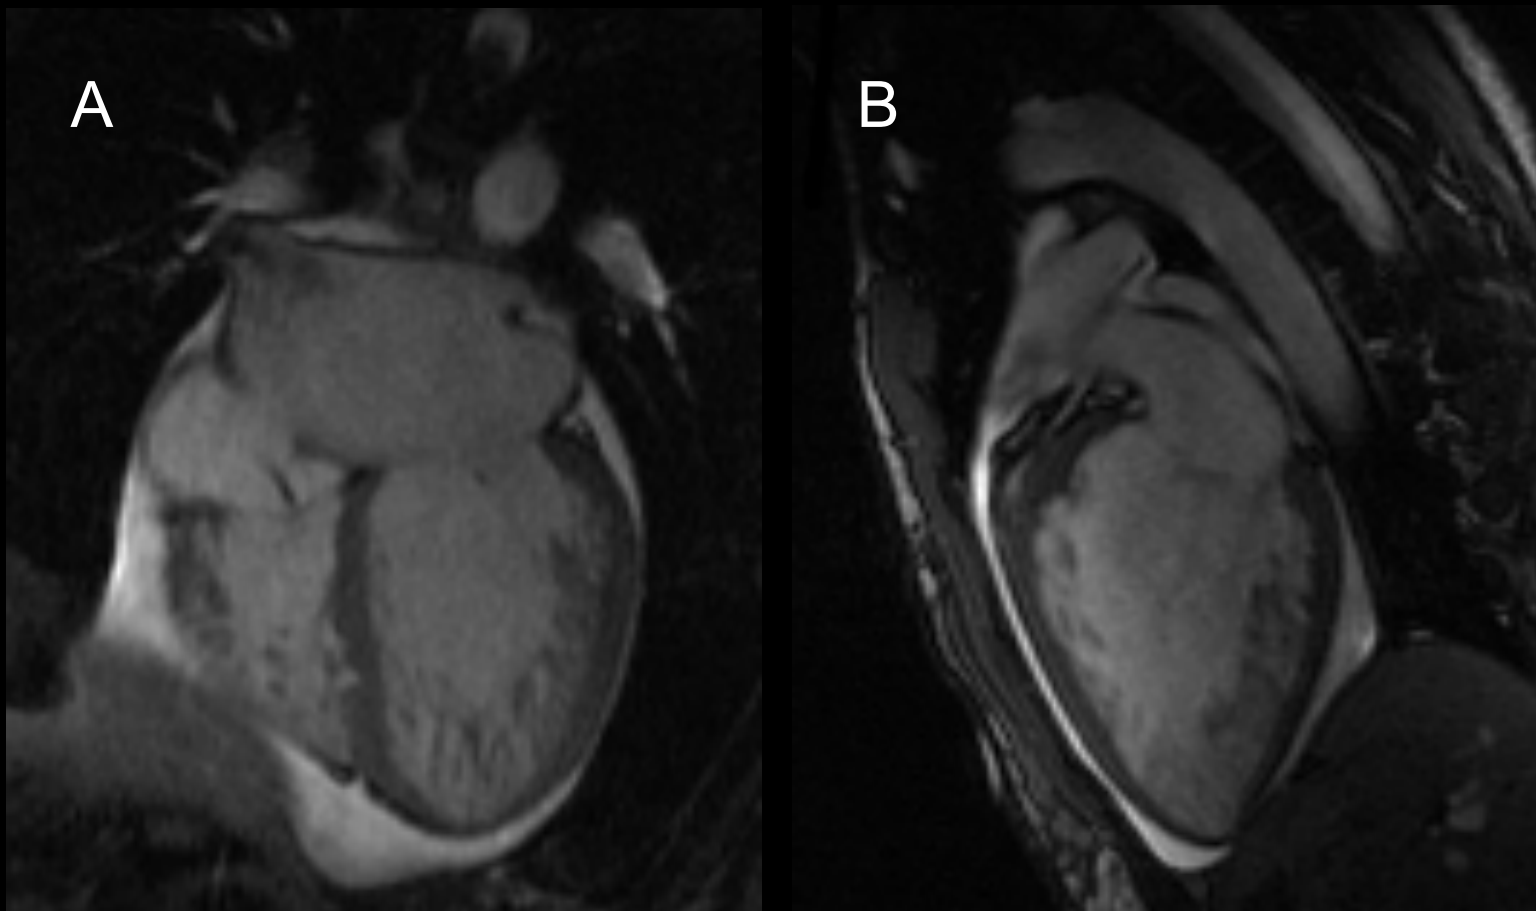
RM cardiaca. Secuencia sangre blanca multifase. Ejes largos, A) cuatro y B) dos cámaras.
